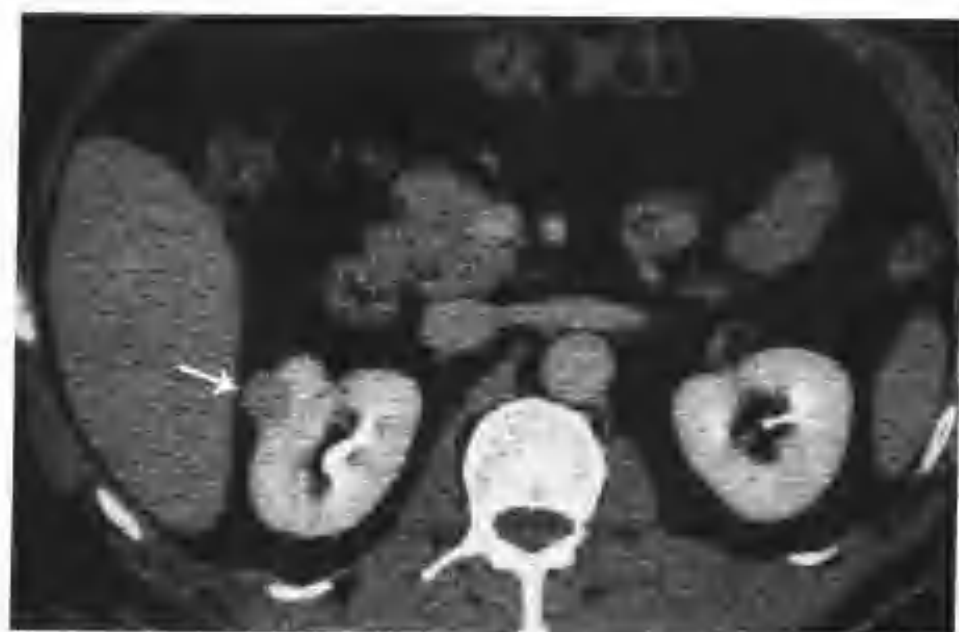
与图 2-1-19 为同一病例, 肾实质期肿瘤强化减低 (箭头), CT 值 99HU , 肿瘤边缘光滑锐利, 邻近中肾盏受压
